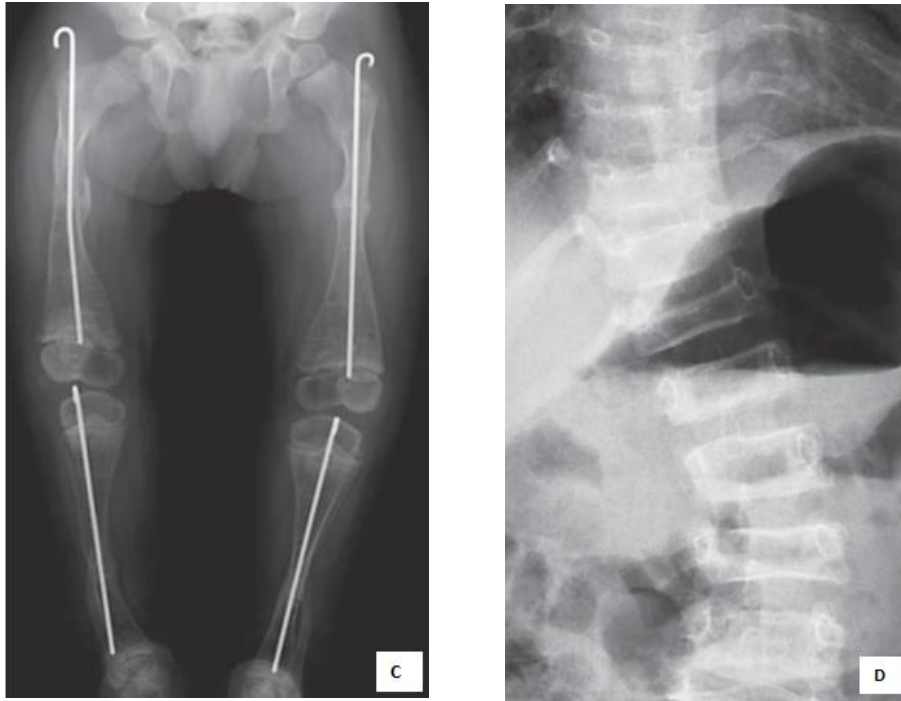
Ejemplos de lesiones secundarias a OI. A, Radiografía de brazo izquierdo de un paciente con diagnóstico de OI tipo III, donde se observa la metáfisis ensanchada del húmero, fractura en tercio medio del radio y cúbito, además de dislocación de la cabeza del radio y múltiples fracturas por compresión en tercio distal de radio y cúbito. B, Radiografía de cráneo AP con presencia de huesos wormianos (zona en recuadro) C, Radiografía AP de extremidades inferiores con osteopenia generalizada y múltiples fracturas las cuales requirieron intervención quirúrgica, con uso de clavos intramedulares. D, Radiografía de columna vertebral AP que muestra platispondilia y escoliosis.
